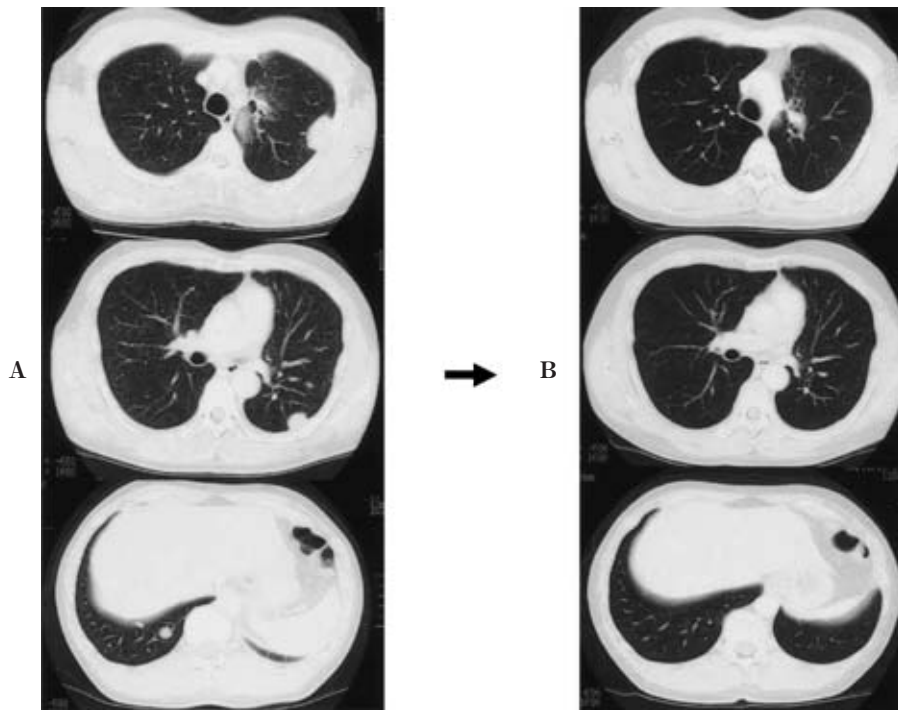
A. Chest CT shows multiple lung tumors at the time of recurrence. B. Multiple metastatic tumors completely disappeared after 4 cycles of chemotherapy.
